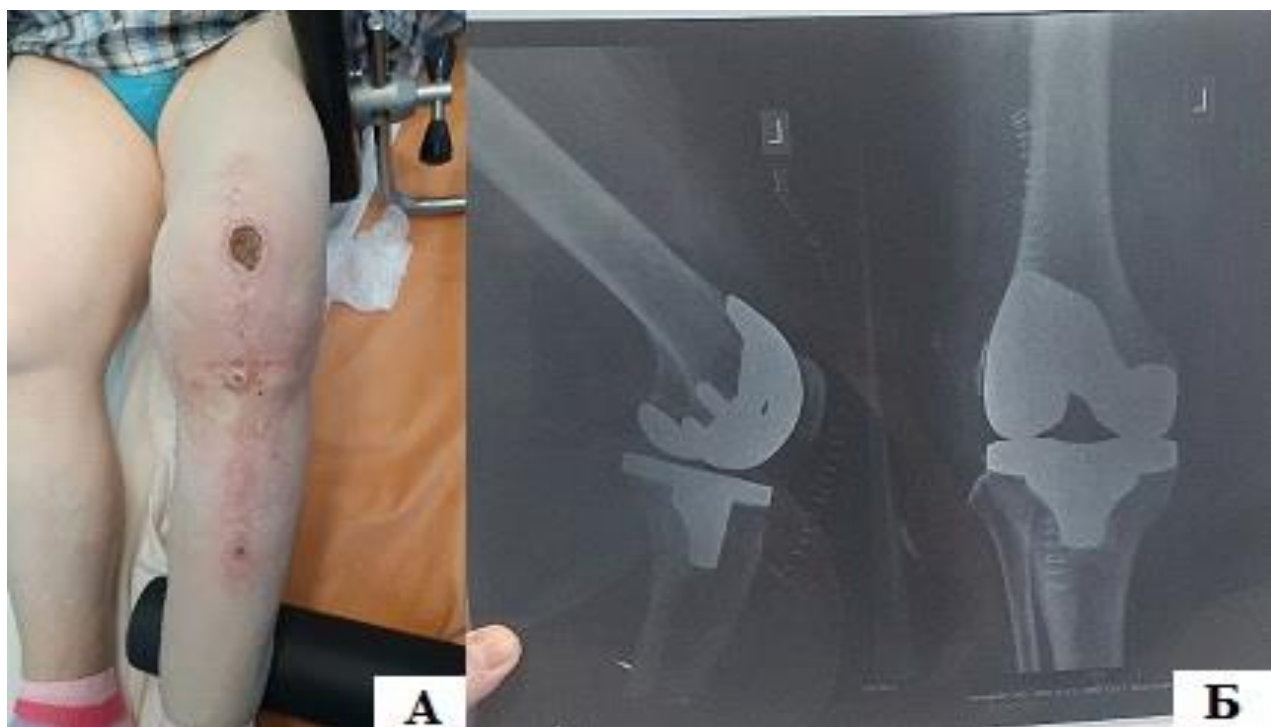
Хроническая глубокая ИОХВ после тотального эндопротезирования левого коленного сустава, свищевая форма у пациентки С, 60 лет: А – внешний вид коленного сустава до операции; Б – рентгенограммы левого коленного сустава в двух проекциях (наличие тотального эндопротеза, положение компонентов эндопротеза стабильное)
